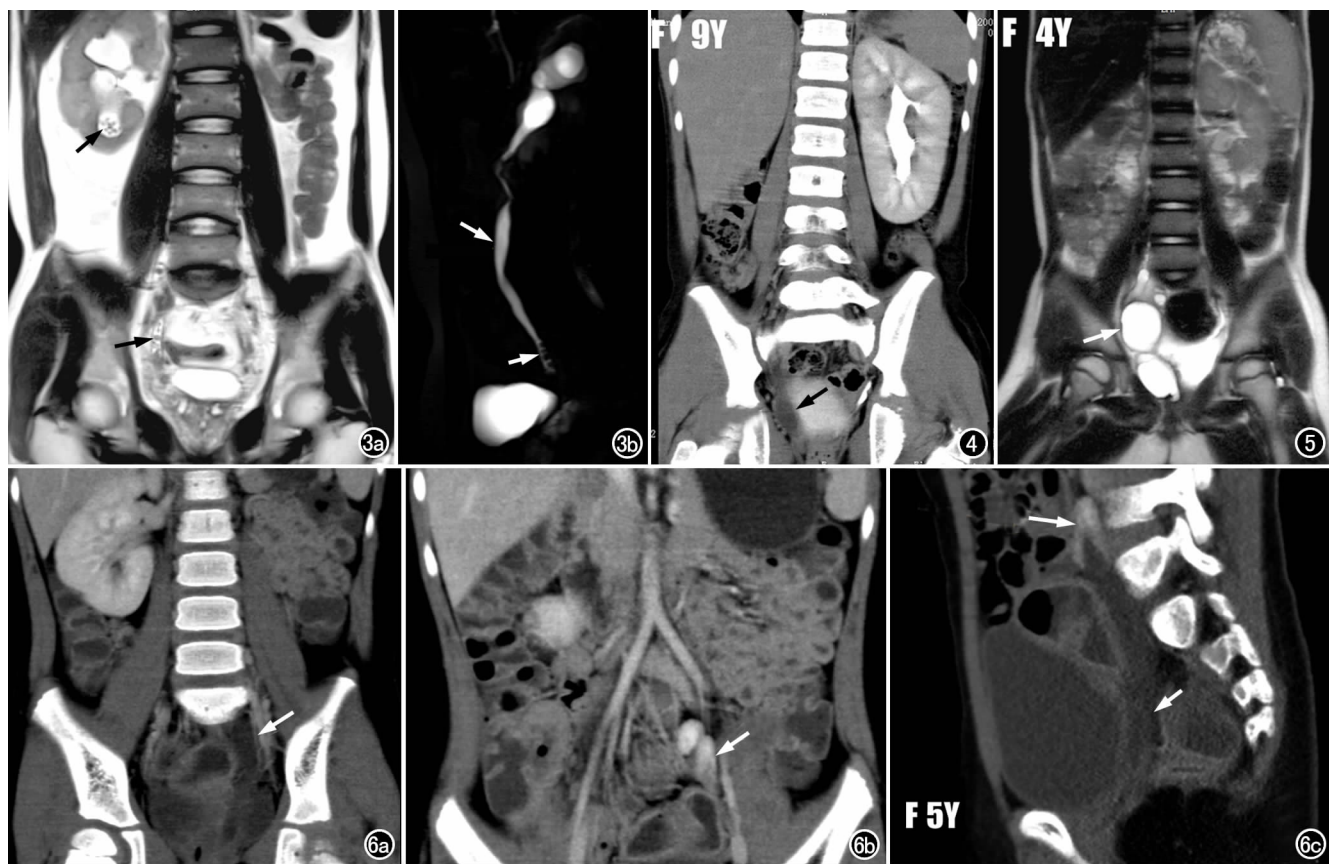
男, 32 岁, 左肾缺如, 右肾及输尿管结石、输尿管扩张。a) 冠状面 T_2 WI 示左肾区肾影缺如, 右肾增大, 肾盂扩张, 下组肾盂和输尿管下段有多个低信号小结石(箭); b) MRU 示右输尿管中下段扩张(长箭)及下段结石(短箭)。图 4 女, 9 岁, 右肾缺如, 右输尿管下段囊肿。冠状面 CT 增强延迟期示左肾代偿性增大, 膀胱右后方有一梭形囊肿(箭), 囊壁轻度强化, 囊内呈水样密度。图 5 女, 4 岁, 右肾缺如, 右输尿管下段囊肿。冠状面 T_2 WI 示膀胱右上方类圆形长 T_2 信号囊肿(箭)。
